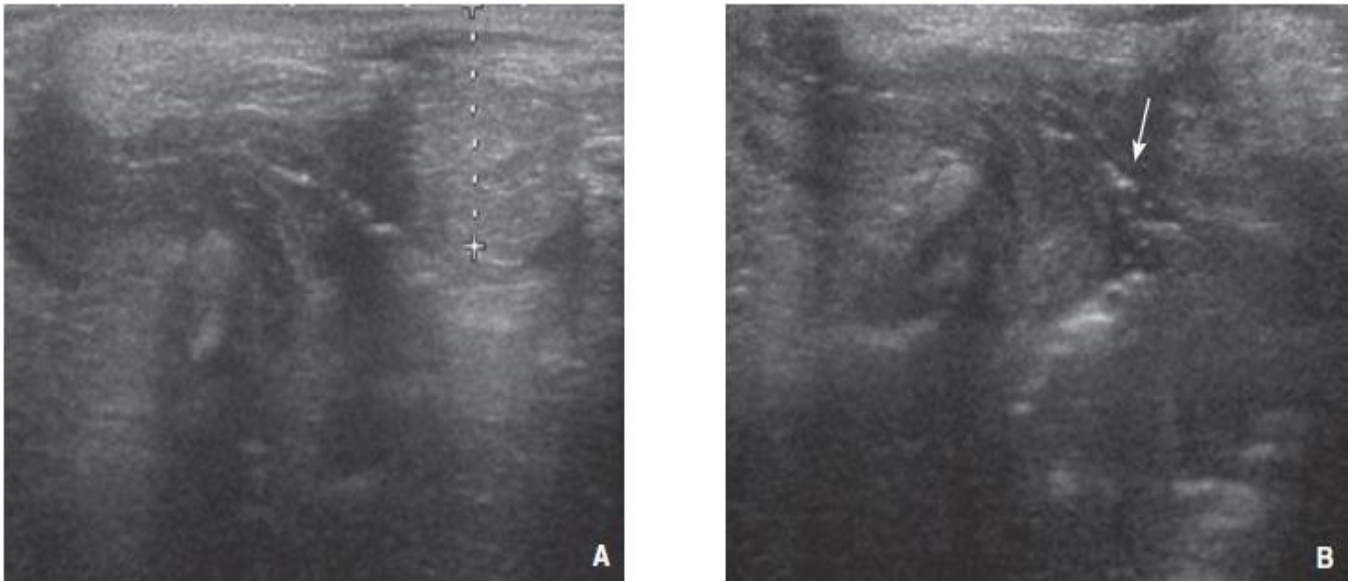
A,B l'échographie en coupe sagittale précise qu'il s'agit d'une forme haute (17mm) et visualise la fistule sous forme de quelques bulles hyperéchogène (flèche).[89]
